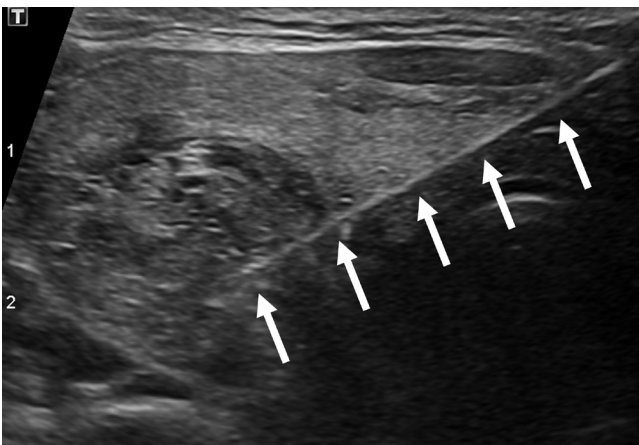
Trans-isthmic approach. Axial ultrasound scan shows the safely inserted electrode (arrows) into the right thyroid nodule, through sufficient isthmic parenchyma.
